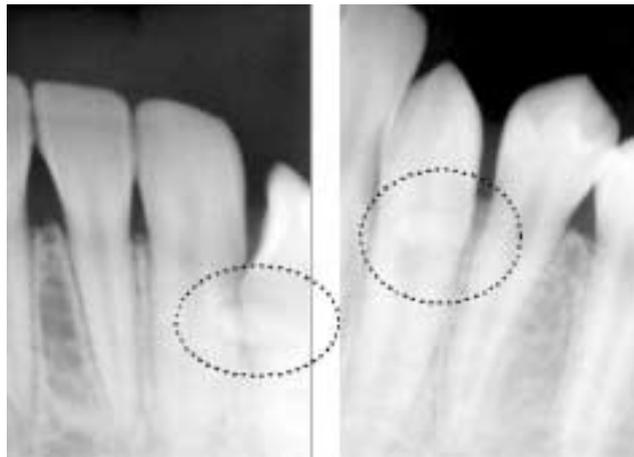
Periapical view at 1st visit(tube-shift technique)(case 2).
